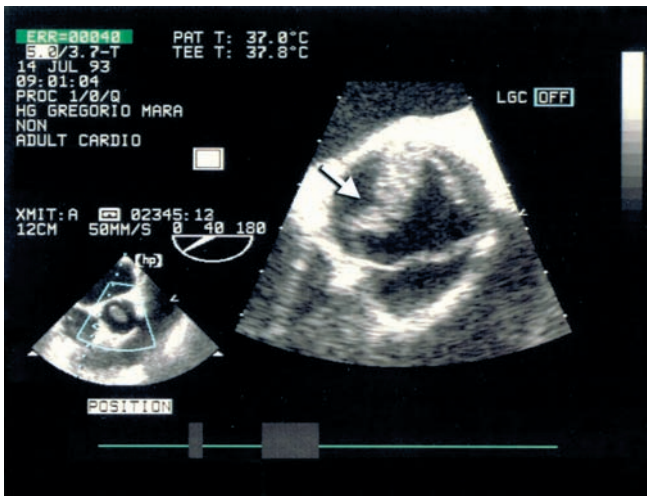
Imagen de vegetación (flechas) en la válvula aórtica (vista con ecocardiograma transesofágico) en un paciente con lupus eritematoso diseminado. Se trataría de una endocarditis de Libman-Sachks.
